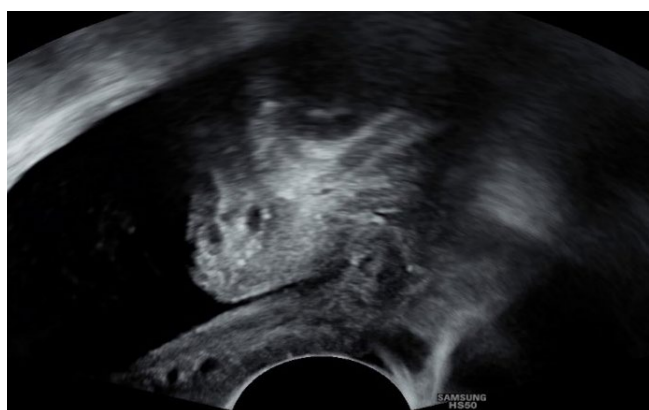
Ocena ultrasonograficznej długości cewki moczowej podczas badania przeprowadzonego przezprzełsionkowo głowicą przezpochwową (PFS-TV)
